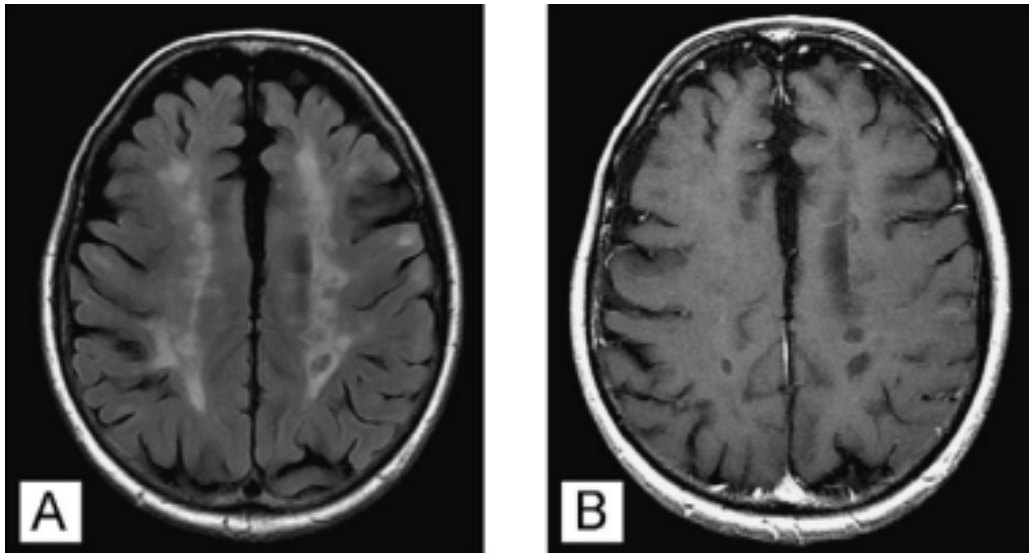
IRM cérébrale en séquence pondérée FLAIR (A) et T1-gadolinium (B) [62].
